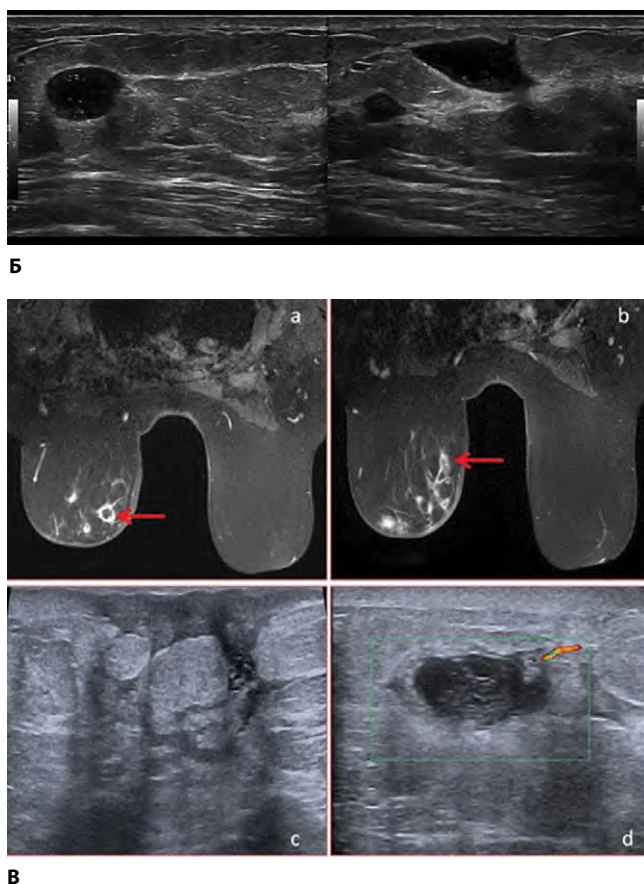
Визуализация молочной железы пациентки 43 лет методами маммографии (А1, А2), УЗИ (Б), МРТ (В)
